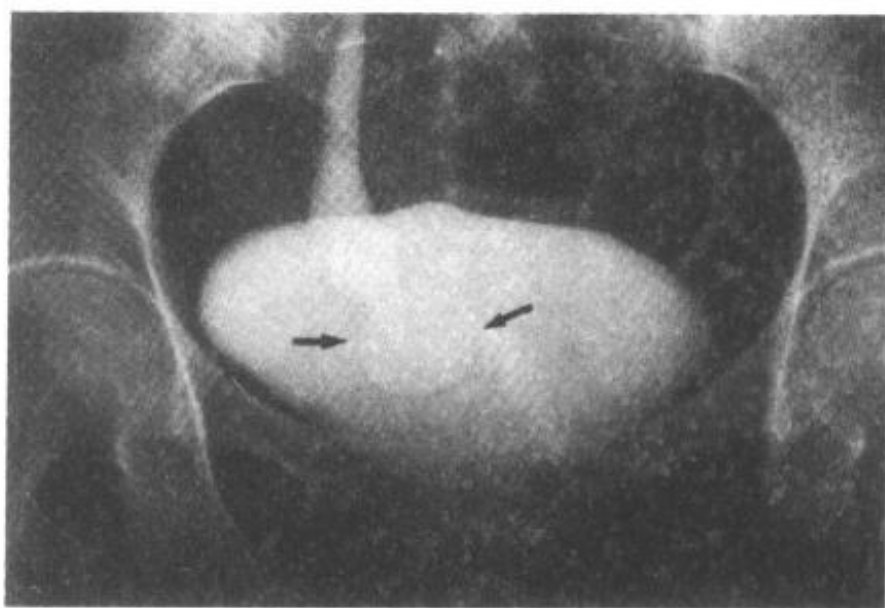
1—1 X线静脉尿路造影输尿管囊肿表现
